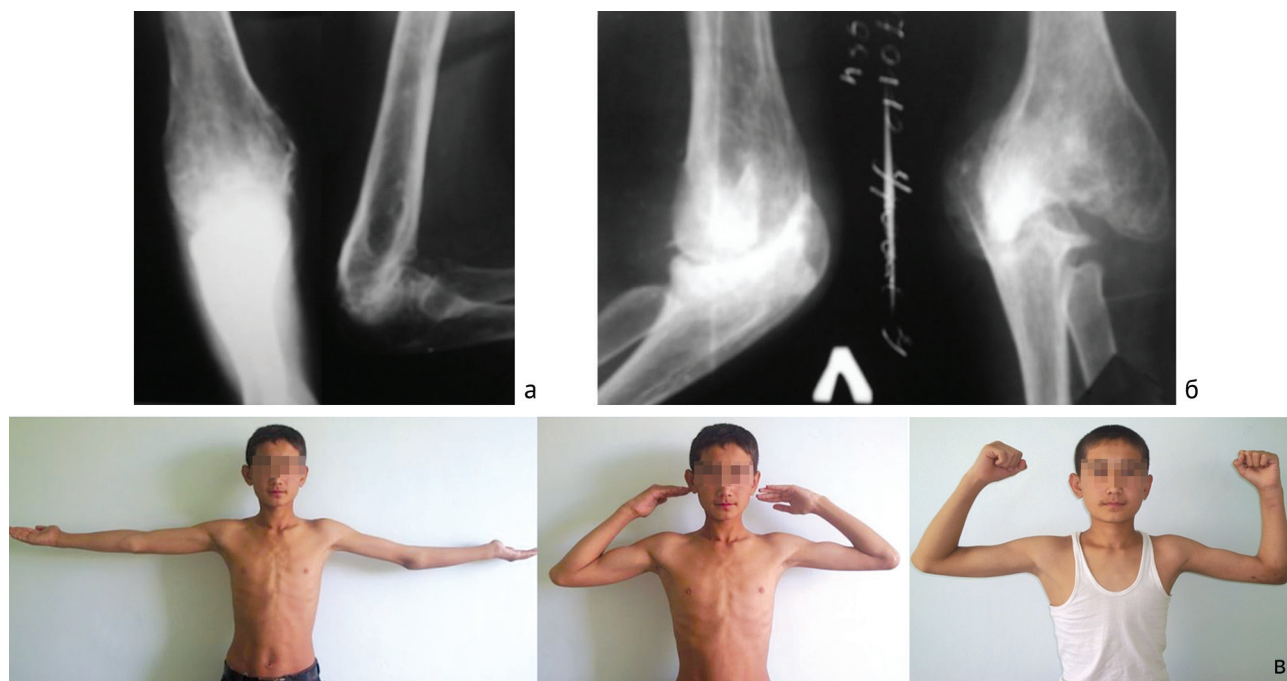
Рентгенограммы и фото пациента 14-ти лет с посттравматической контрактурой левого локтевого сустава (давность травмы – 5 лет). Выполнена операция – артропластика, резекция головки лучевой кости: а – рентгенограммы в двух проекциях до лечения; б – рентгенограммы в двух проекциях после операции; в – функциональный результат через 14 месяцев
